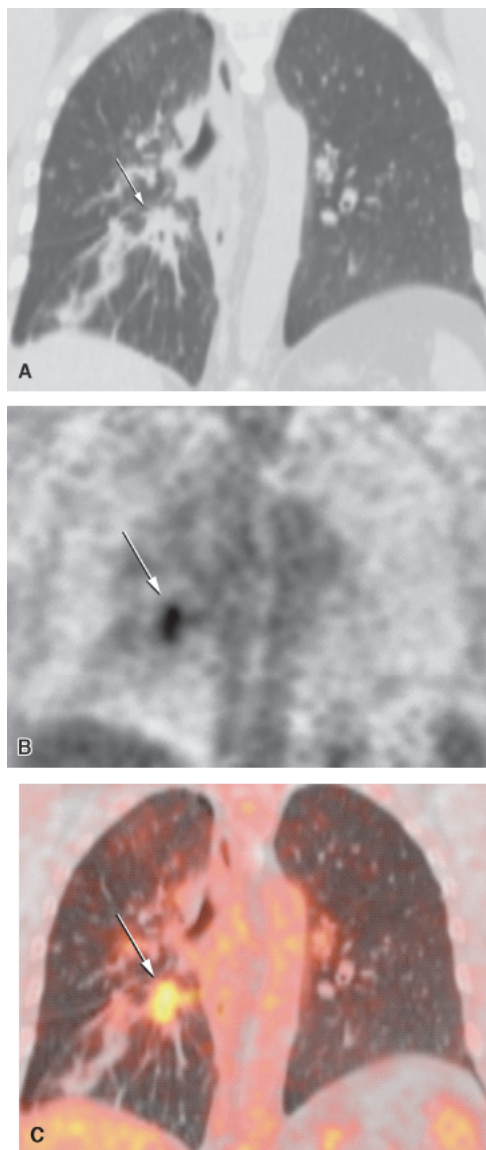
Neoplasia pulmonar. A. Imagem coronal de tomografia do tórax em janela de pulmão. B. Imagem coronal de PET. C. Imagem da fusão PET-CT. Paciente com neoplasia pulmonar pós-tratamento, observando-se nódulo irregular no lobo inferior direito com hiper captação focal do FDG, mostrando neoplasia viável mesmo após tratamento quimioterápico (*setas* em A e C). (Cortesia dos Drs. Kim-Ir-Sen Santos Teixeira e Georges Ferreira do Vale, Goiânia, GO.)
